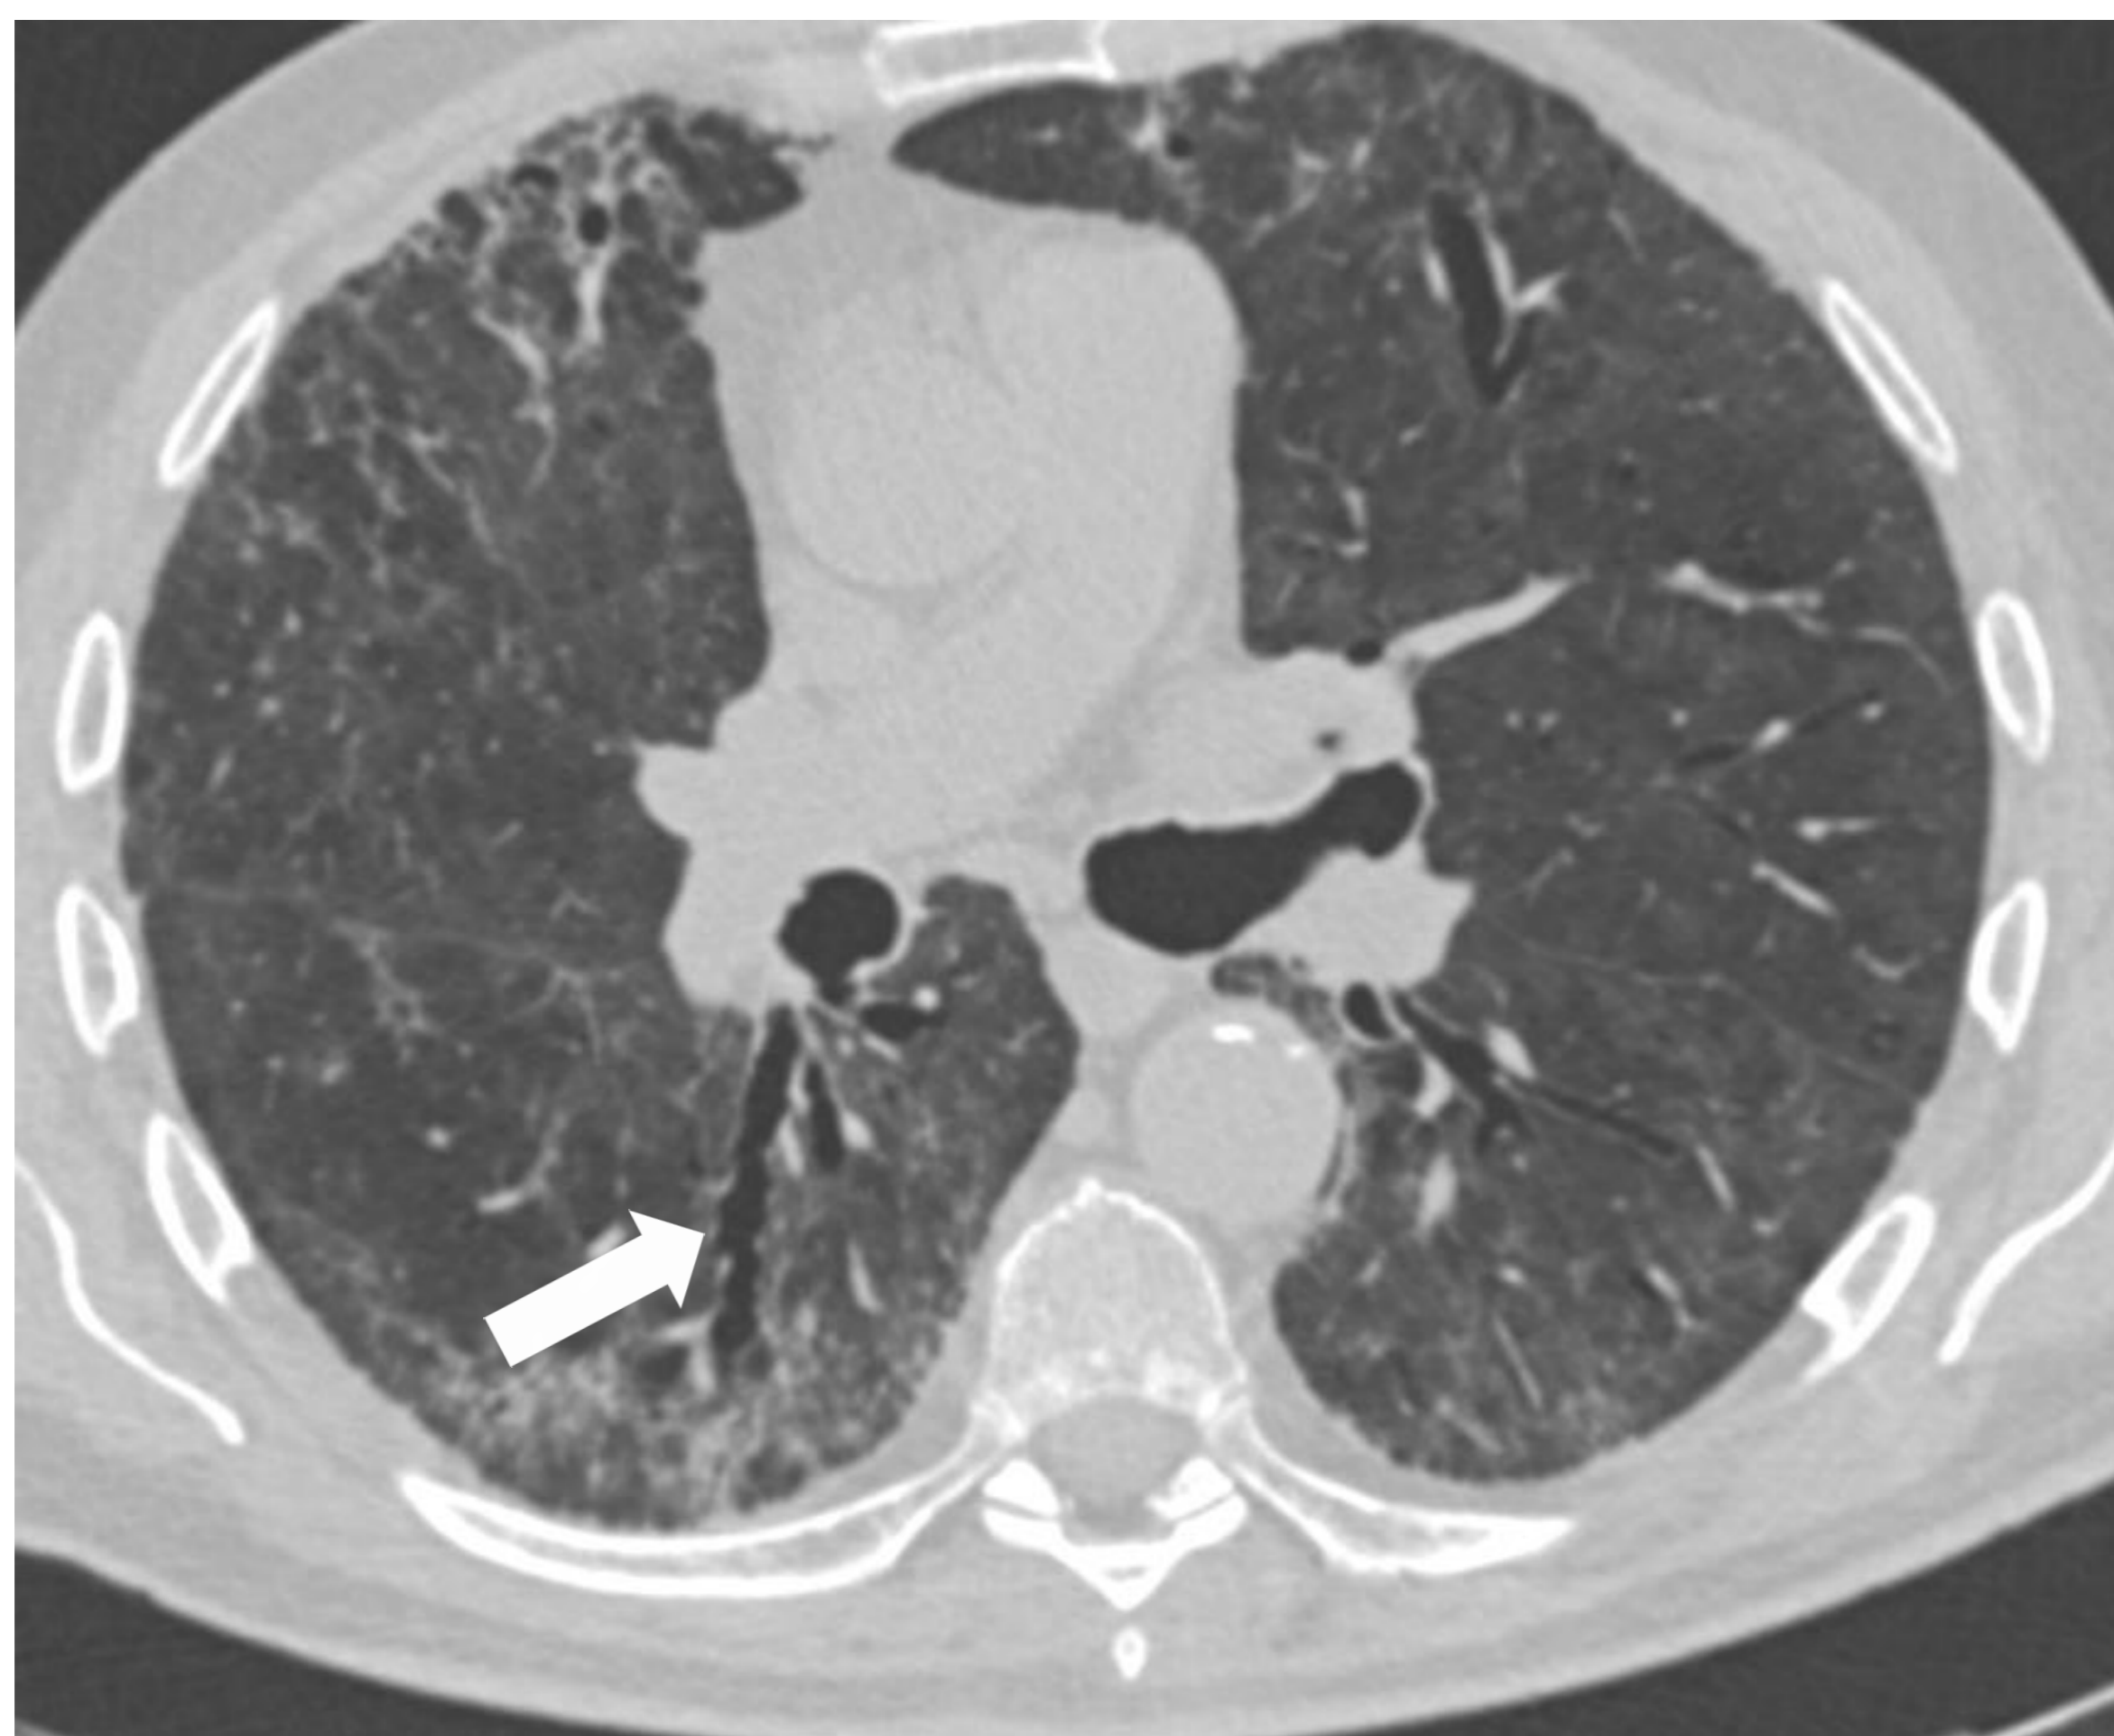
Paciente de 73 años. Ingreso prolongado en UCI. TC a los dos 2 meses del alta. Datos de posible irreversibilidad, con distorsión arquitectural y bronquiectasias (flecha)
